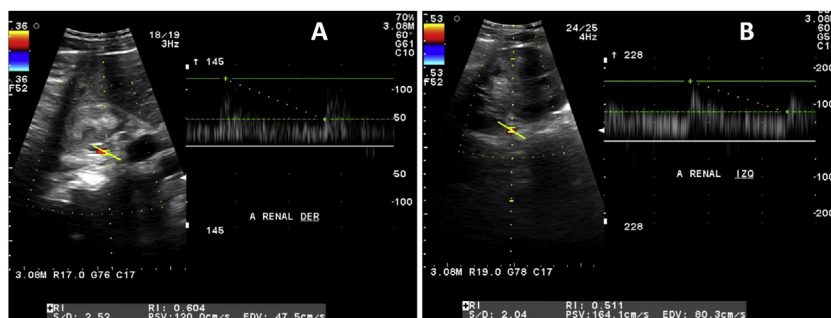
Ultrasonido Doppler de arterias renales. A) Arteria renal derecha: velocidad sistólica máxima de 120 cm/s a nivel del ostium y 120 cm/s a nivel de hilio, índice de resistencia de 0,60. B) Arteria renal izquierda: velocidad sistólica máxima de 137 cm/s a nivel del ostium y 164 cm/s a nivel del hilio, índice de resistencia de 0,51.
